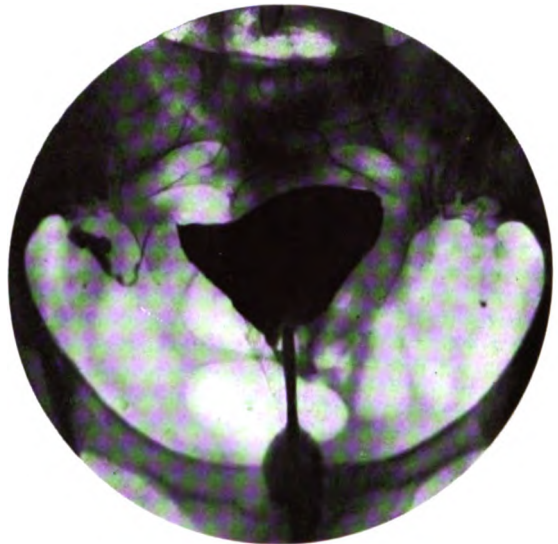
Femme de 59 ans, multipare. Prolapsus utérin du 2^e degré avec grosse cystocèle. Noyau fibromateux du fond. La radiographie montre une déformation de la corne gauche. La trompe de ce côté n'est pas injectée. Opération par voie vaginale. Interposition de l'utérus au cours de laquelle, par une incision de la corne, on enlève un fibrome sous-muqueux du volume d'une noix qui remplit toute la corne gauche et oblitère probablement l'ostium utérin de ce côté.
